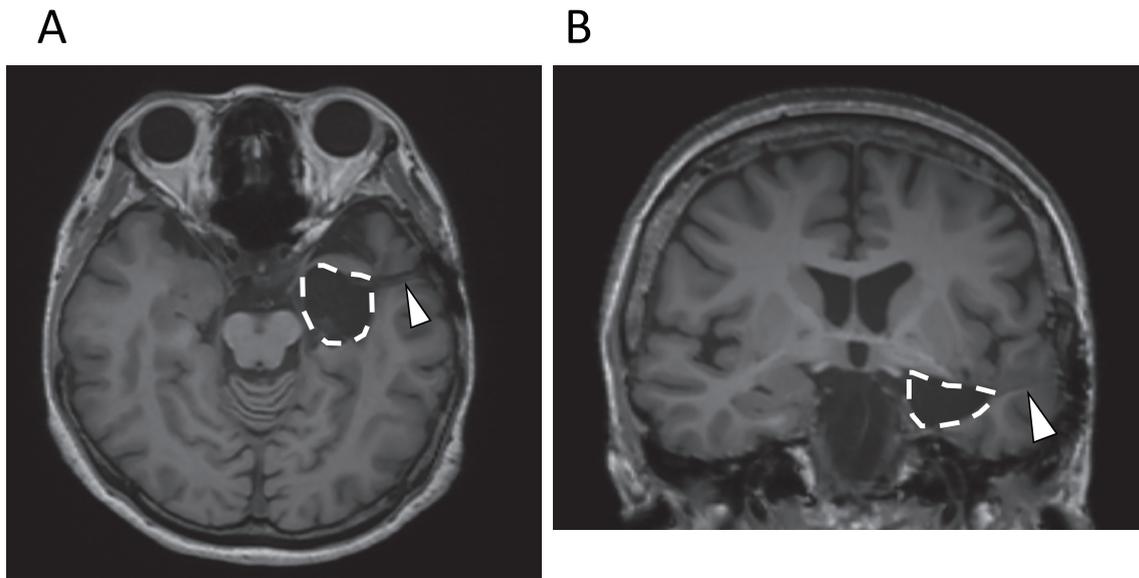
術後MRI水平断(A)、冠状断(B)。左側頭葉の内側構造が摘出されている(点線)。中側頭回から下角に向かう摘出経路も確認できる(矢頭)。
